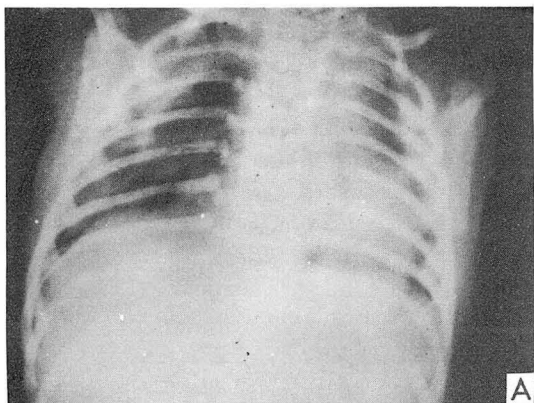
& 3B. R.D.S type II(Chest roentgenogram 3A was taken at 6 hours after birth, & above findings were improved on Fig. 3B at 4 days later)
